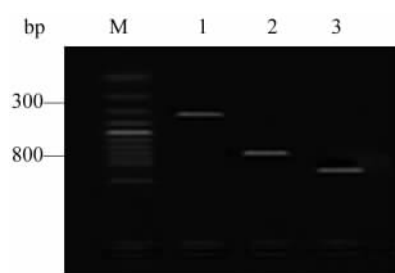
重组腺病毒 Ad. AFPep-E1A/CMV-TK 的 PCR 鉴定
